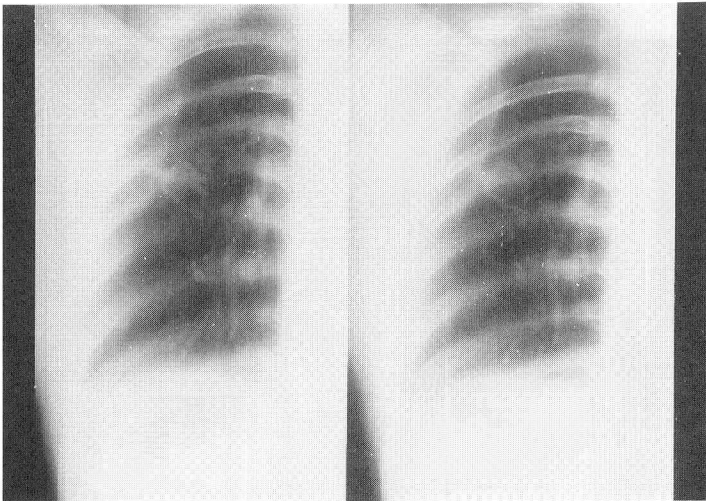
Tomograph on the right showed the cavity and nodular shadow in S². (June 27, 1988)
